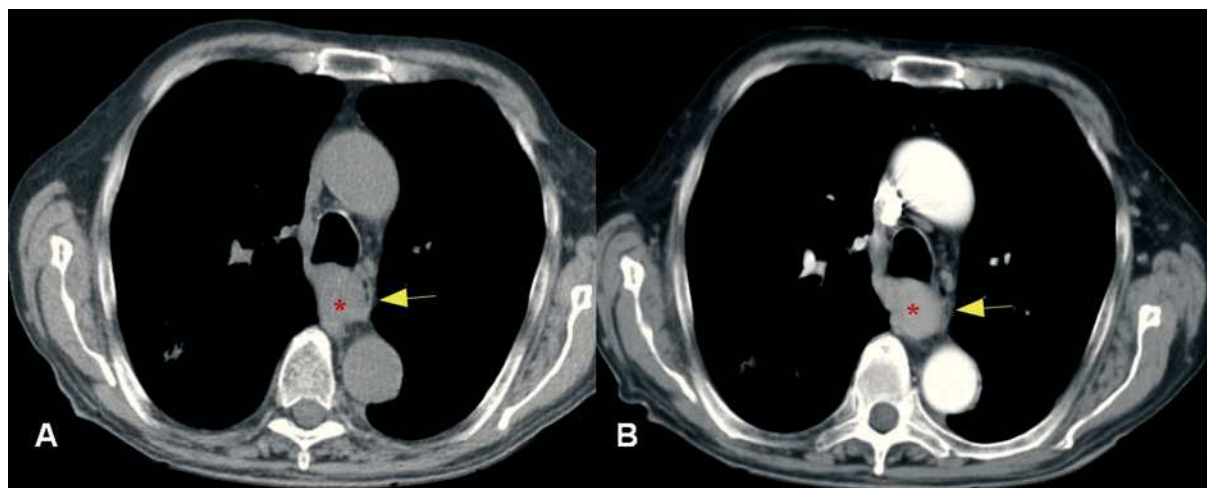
Tomografía computarizada (TC) de tórax. Imagen obtenida en el plano axial sin contraste (1A) y tras la administración de contraste intravenoso (1B). Se observa una masa de morfología ovalada (asterisco), de 35 mm de diámetro, que se realza de forma homogénea tras la administración de contraste. Se localiza por detrás de la pared posterior de la tráquea y carina y desplaza al esófago hacia la izquierda (flecha).
